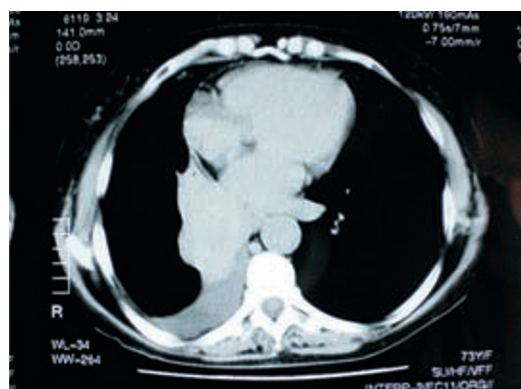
TAC toracoabdominal 11/10/2001(inicial)
